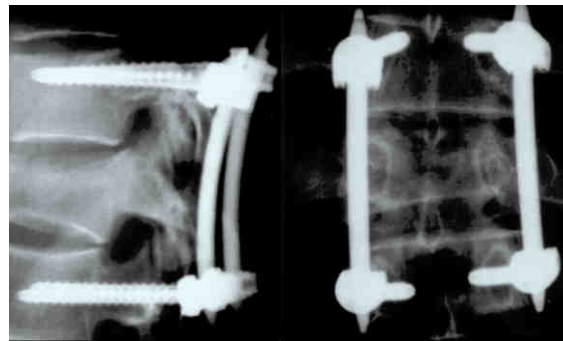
Résultat radiographique (clichés face et profil) d'une ostéosynthèse percutanée (d'après Assaker R. Stabilisation pédiculaire percutanée. 2003).
